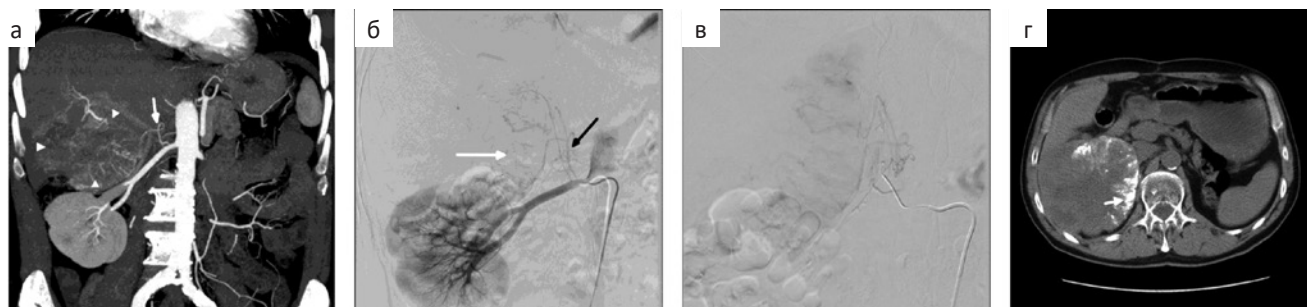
Тот же пациент, что и на рис. 5. а — На коронарной реконструкции проекции максимальной интенсивности (MIP) артериальной фазы КТ видна гипervasкулярная опухоль (наконечники стрелок) большого размера в VI сегменте печени. Также определяется предполагаемый источник паразитического кровоснабжения опухоли — капсулярная артерия правой почки (стрелка); б — Ангиограмма правой почечной артерии подтверждает, что опухоль (белая стрелка) кровоснабжается из капсулярной артерии (черная стрелка); в — Непосредственно перед химиоэмболизацией микрокатетер находится в капсулярной артерии; г — КТ на следующий день после химиоэмболизации демонстрирует депонирование липиодола в опухоли (стрелка)
